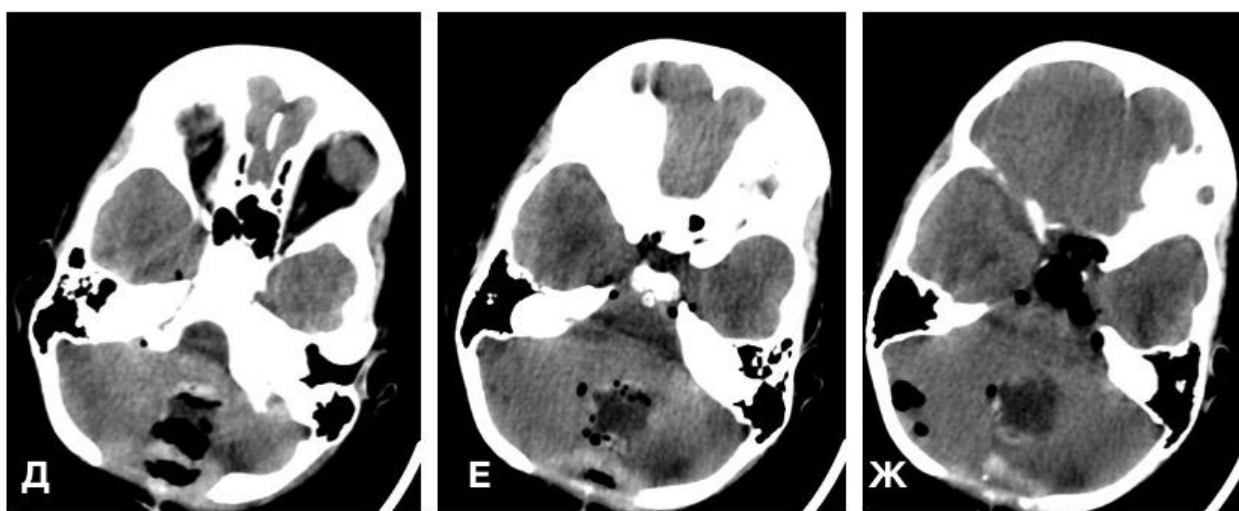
Д–Ж – КТ головного мозга, выполненные в первые сутки после операции
